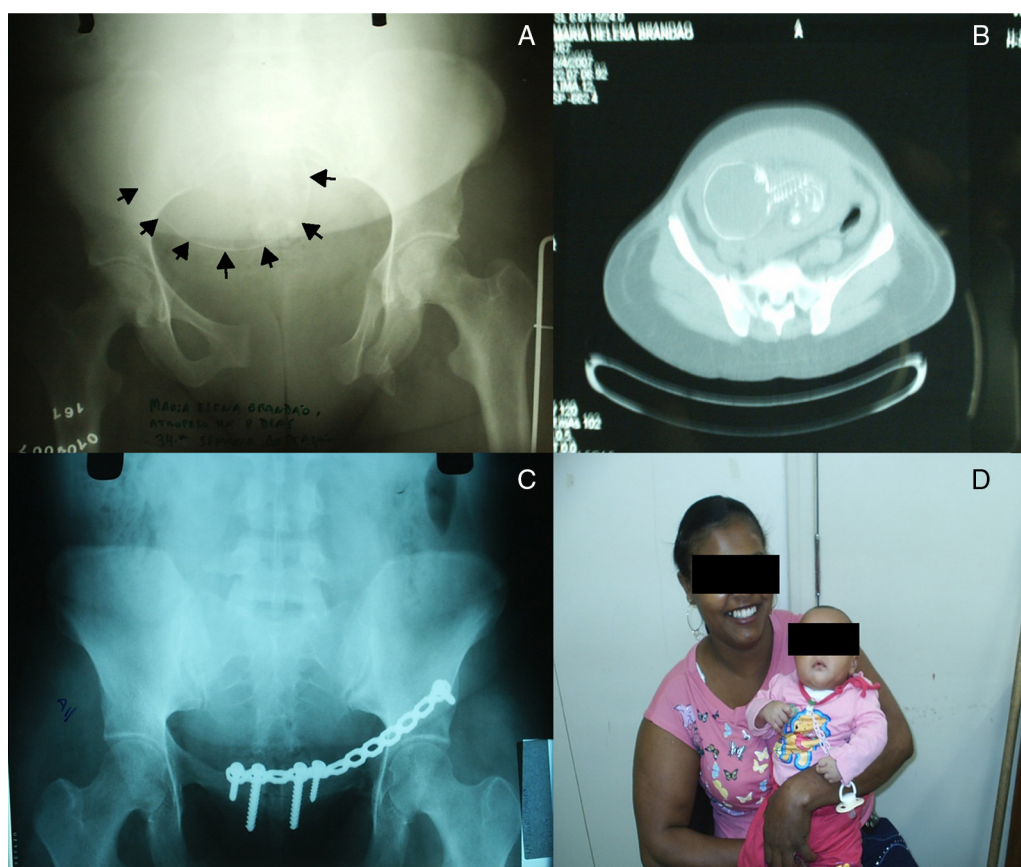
35 anos, vítima de atropelamento, 30 semanas de gravidez. (A) radiografia pélvica na incidência anteroposterior apresenta disjunção sínfisária, fratura acetabular e o feto; (B) detalhe da tomografia computadorizada mostra o feto; (C) radiografia pós-operatória; (D) mãe e bebê saudáveis.
